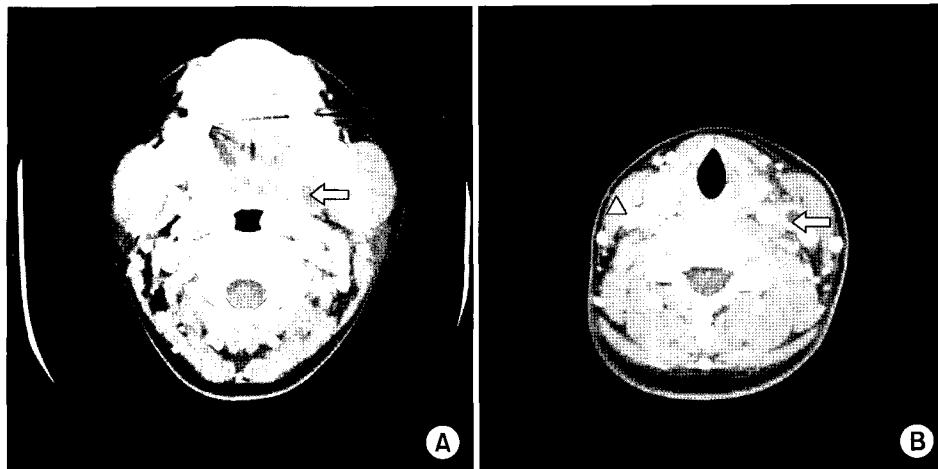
(A) Contrast-enhanced neck CT scan shows left parapharyngeal low density lesion with peripheral enhancement, suggesting parapharyngeal abscess (arrow). (B) Contrast-enhanced neck CT scan shows thrombophlebitis of the left internal jugular vein with thickened wall and thrombosed lumen (arrow). Note normal enhancement of the right internal jugular vein (arrowhead).
